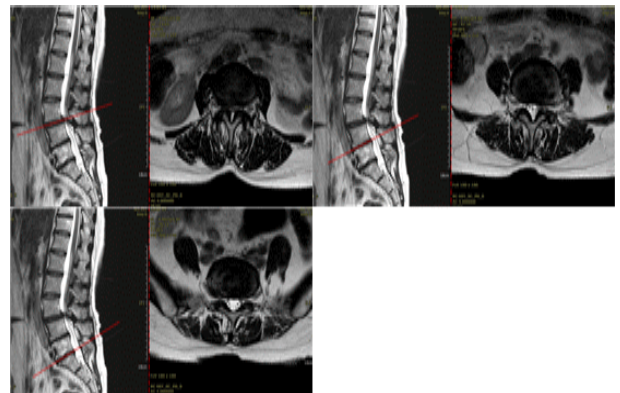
The patient's L-spine magnetic resonance imaging (March 8, 2023).
